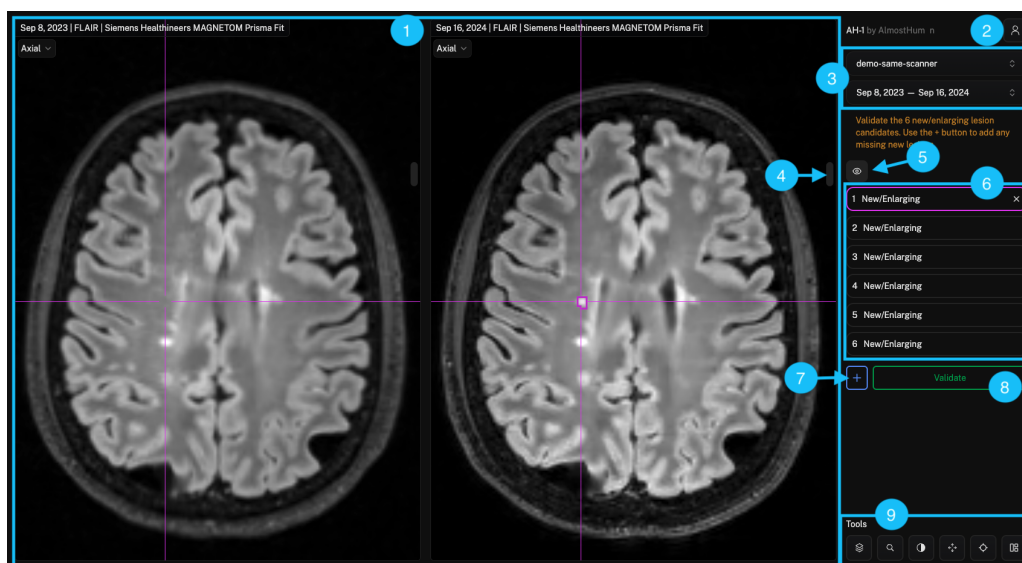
Schermata del caso: 1. Visualizzazione delle immagini RM dei punti temporali. 2. Pulsante Profilo (Profile). 3. Informazioni sul caso. 4. Barra di scorrimento verticale. 5. Interruttore visibilità segmentazione (Eye toggle). 6. Elenco nuovi candidati lesione. 7. Pulsante per aggiungere lesioni mancanti. 8. Pulsante di convalida (Validate). 9. Strumenti.
